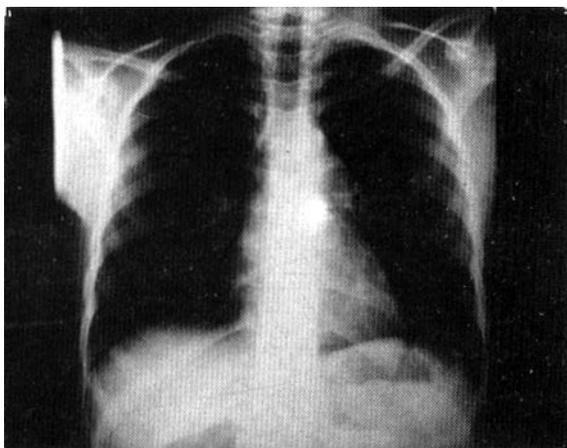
Radiografía de una joven de 9 años con un tronco pulmonar particularmente agrandado; ramas derecha e izquierda son prominentes. Diagnóstico: Dilatación idiopática del tronco pulmonar. La proyección es normal.
